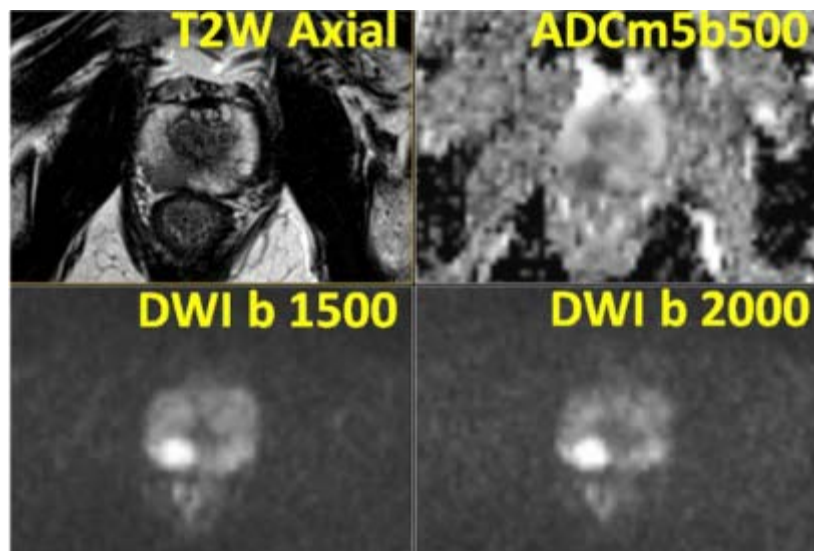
Point d'enseignement – Aspect typique en imagerie du cancer de la prostate en zone périphérique : étude IMPROD numéro 3 : Zone focale de faible signal en pondération T2 (T2W Axial), faible intensité de signal des cartes de coefficient de diffusion apparent (ADCm5b500) et forte intensité de signal sur la diffusion des traces des valeurs b d'imagerie pondérées de 1500 (DWI b1500) et 2000 (DWI b 2000) s/mm² étaient présentes dans la zone périphérique droite correspondant au score de Gleason 3+4 du cancer de la prostate. [181]
